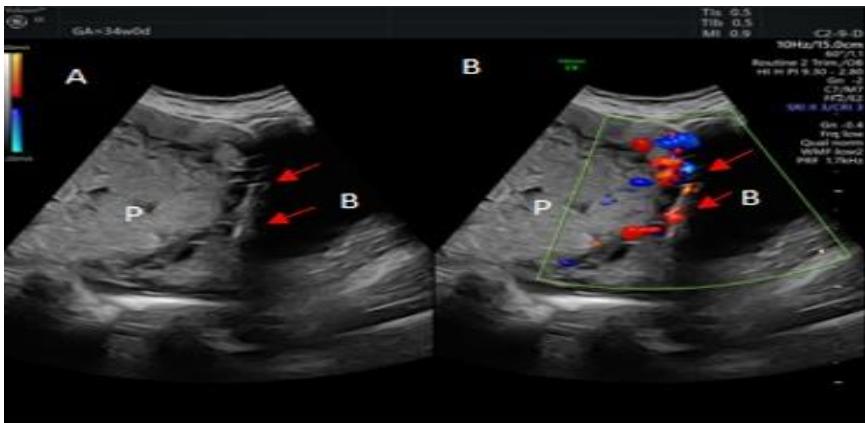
A- Grayscale image of the patient with placenta (P) Accreta Spectrum at 34 weeks with interruption of the bladder line (B) (arrow) B- Color Doppler image of the same patient with hypervasculatization and bridging vessels in the posterior region of the bladder (arrow)
